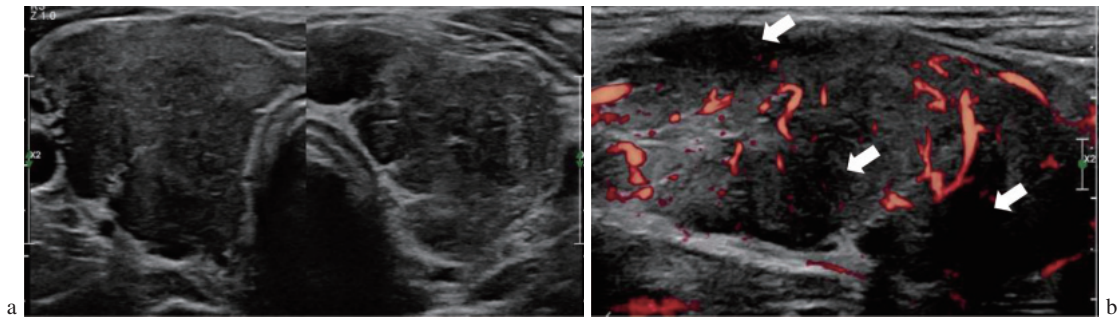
a：甲状腺はびまん性に腫大し内部は不均質に低エコーを示す(横断像). b：パワードプラ像では血流信号はやや増加しているが、低エコーの部分(⇨)には血流を認めない(右葉縦断像).
